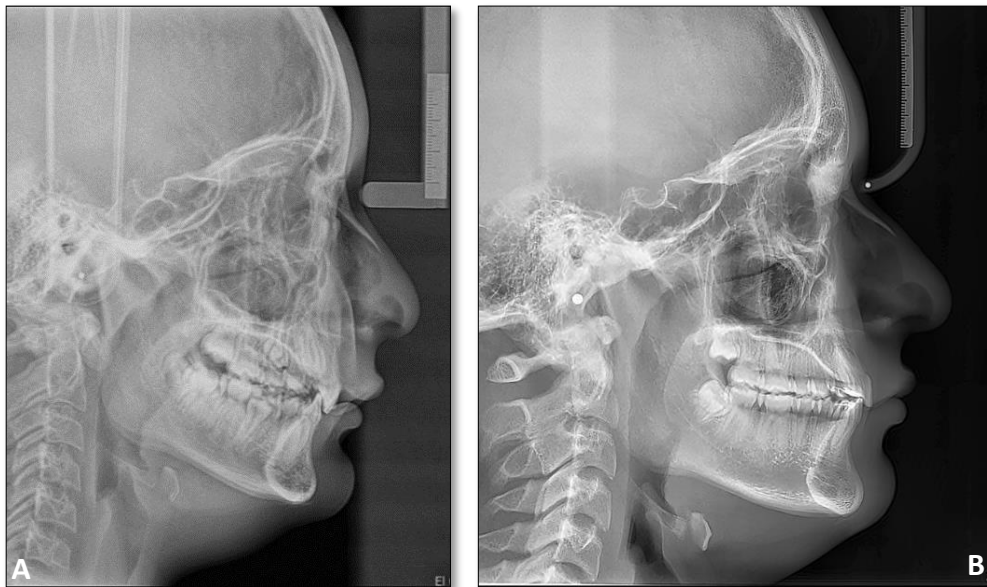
Radiografía cefalométrica.
